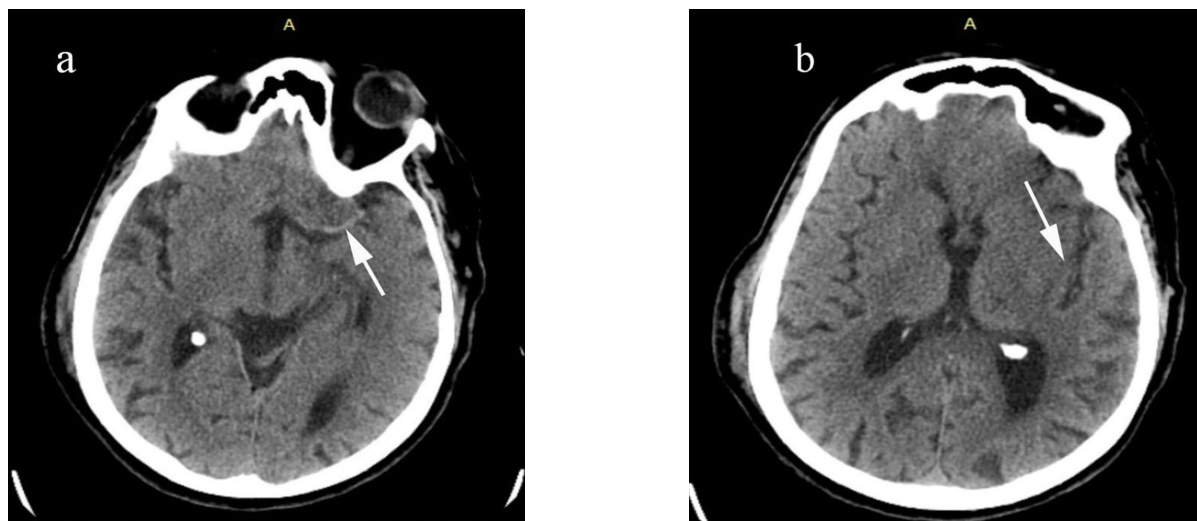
МСКТ головного мозга при поступлении. *a.* Стрелкой указана гиперденсивная СМА слева. *b.* Стрелкой указано отсутствие ребристой поверхности островка слева. Признаков геморрагий и гиподенсивного очага в бассейне СМА слева не выявлено
